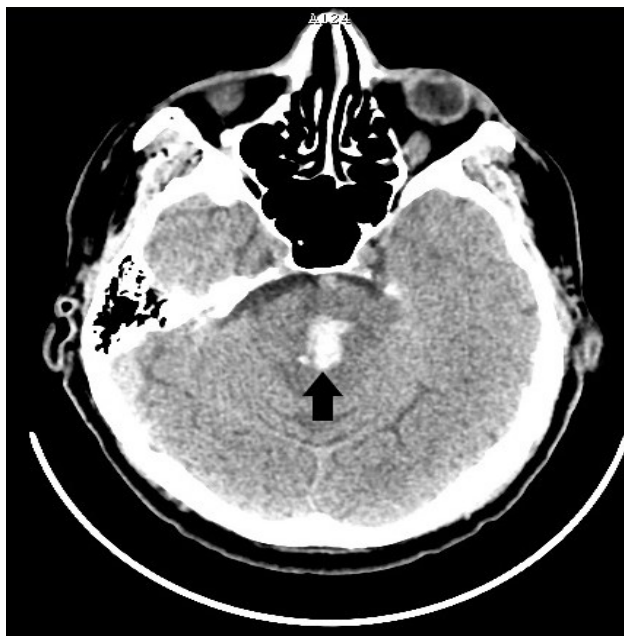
СКТ головного мозга. В дорсальных отделах моста мозга визуализируется участок гиперденсивной (+ 71 HU) плотности размерами 18×12×17 мм с прорывом крови в четвертый желудочек с распространением каудально по спинномозговому каналу (черная стрелка)
